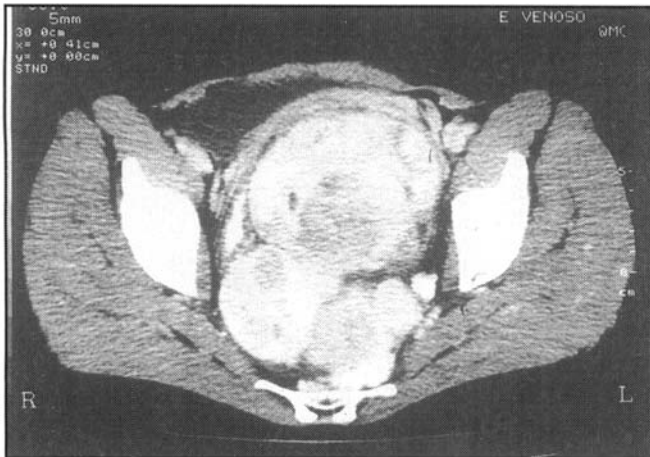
Tomografia computadorizada da pelve que revela massa retrorretal sólida, heterogênea e lobulada que desloca o reto, o útero e a bexiga anteriormente.
